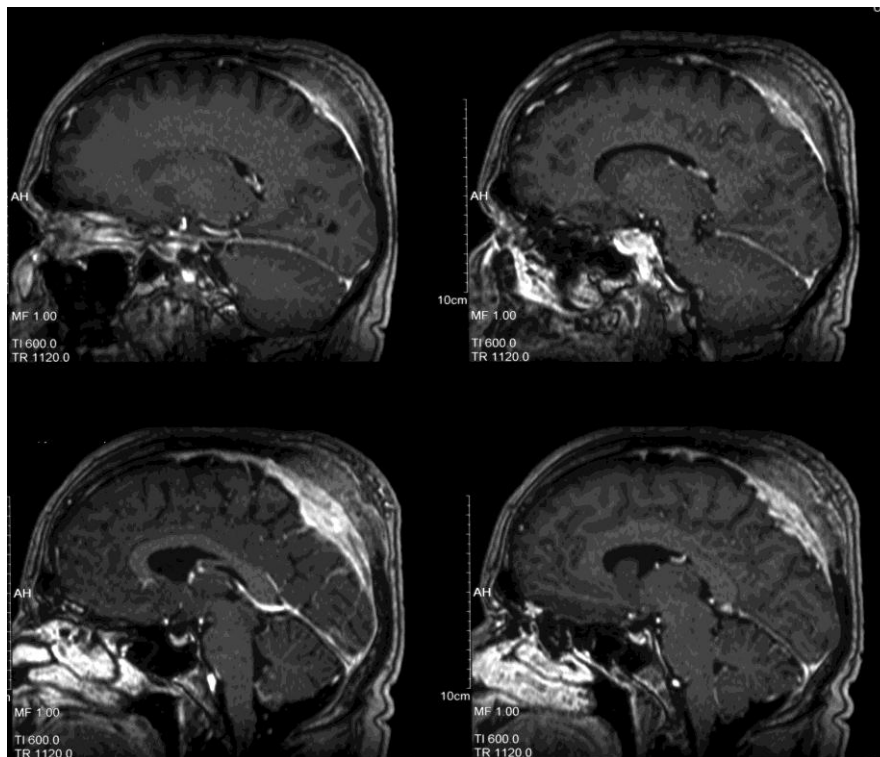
Präoperatives MRT
